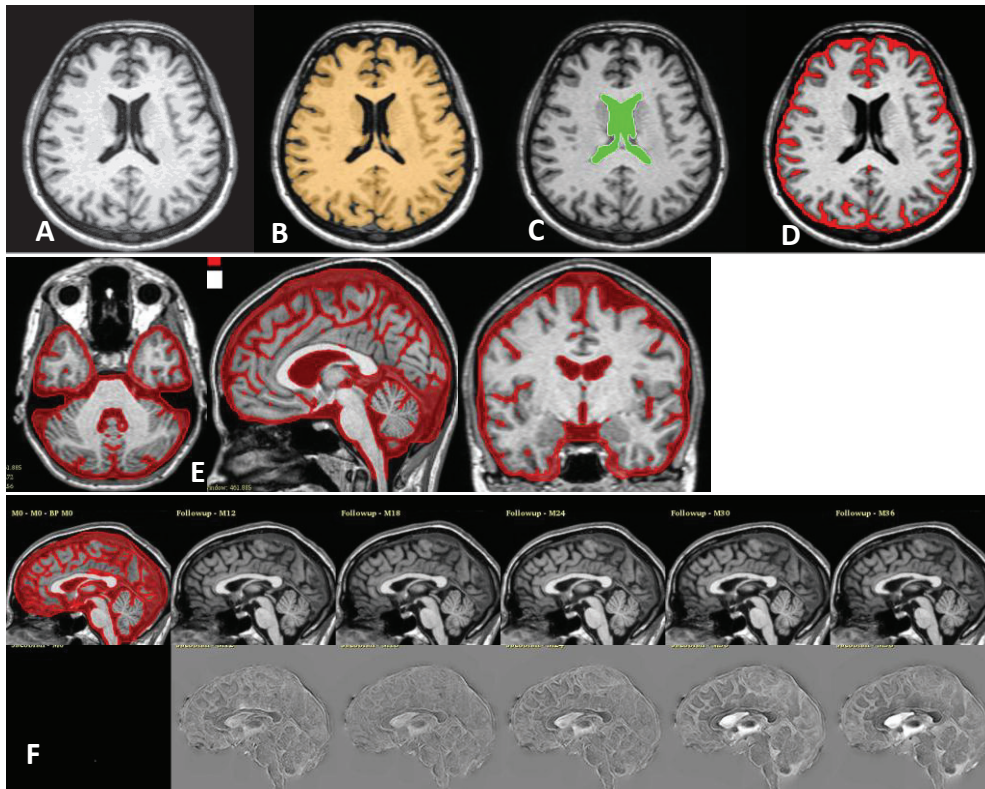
Etapes de traitement des images lors de l'utilisation de l'Intégration Jacobienne. Pour chaque patient, une segmentation du parenchyme cérébral a été effectuée sur l'IRM de référence(A). Le masque du parenchyme cérébral (B) a été utilisé pour extraire les masques des ventricules latéraux (C) et du LCS extra-cérébral (D). La somme de ces deux derniers masques a permis d'obtenir un masque du LCS total (E). Ce dernier a été appliqué à la carte de déterminants jacobiens afin d'obtenir une évaluation chiffrée des modifications (F).
